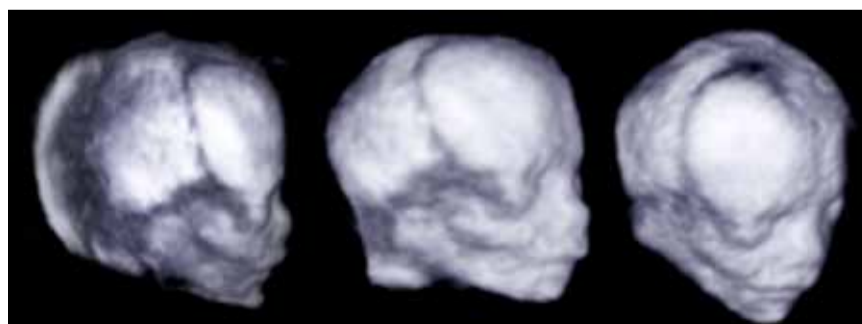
Ecografia 3D di suture e fontanelle craniche alla 16^a settimana: suture coronali, temporo-parietali, metopica e fontanelle sfenoidale ed anteriore.
